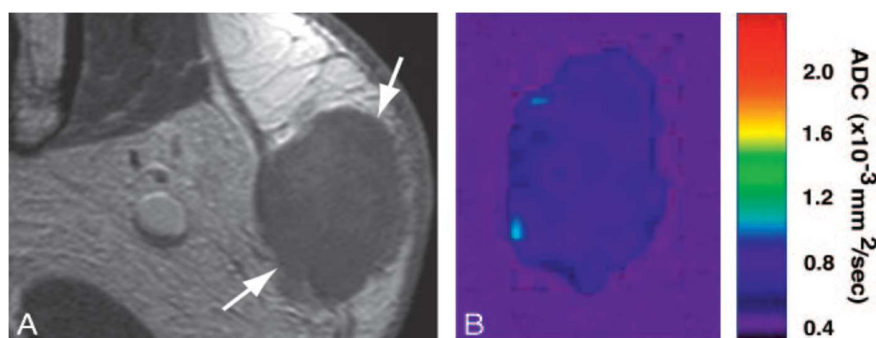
IRM d'un lymphome malin de la glande parotidienne (femme de 56 ans).
